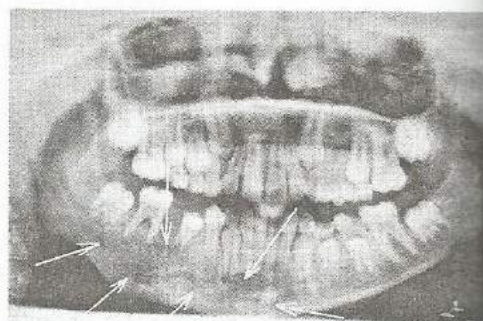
Ортопантомограма дитини В. з кістковою гемангіомою нижньої щелепи. Спостерігається деформація правої половини нижньої щелепи, в проекції тіла нижньої щелепи, обмеженою 32-47 зубами, ділянки остеолітичної деструкції кістки чергуються з дрібними ділянками склерозу.
